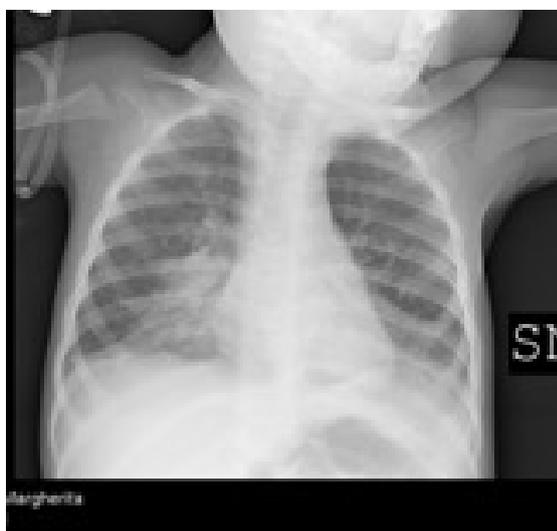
Radiografia del torace al momento del ricovero.
